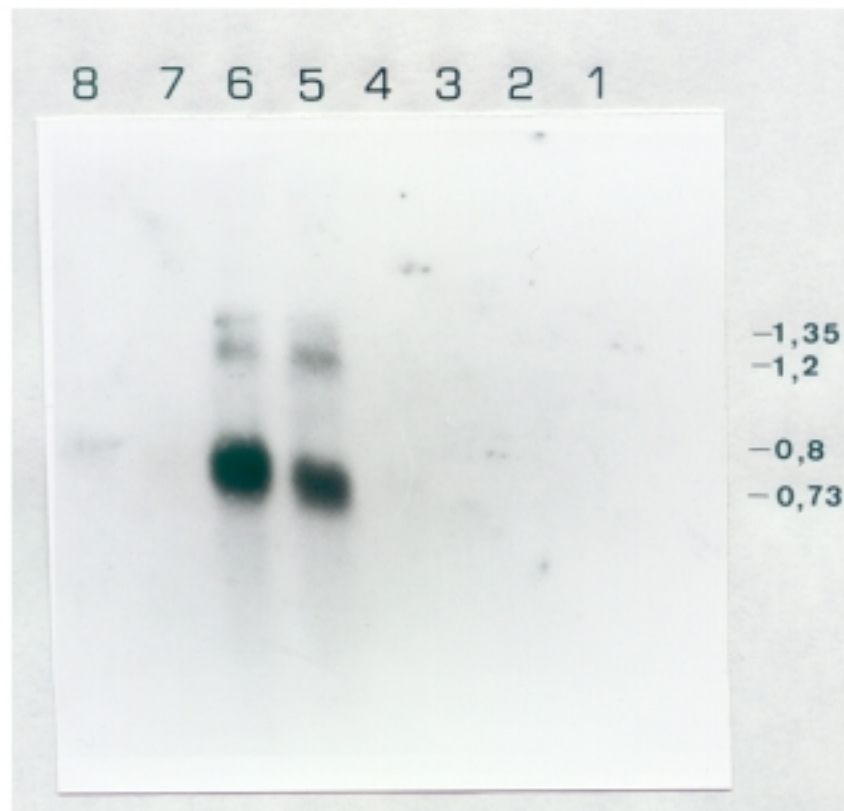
Autorradiografía de la hibridación por "Northern Transfer" de una sonda correspondiente al gen *SPO12* con RNA total de las siguientes cepas de *S. cerevisiae*:
